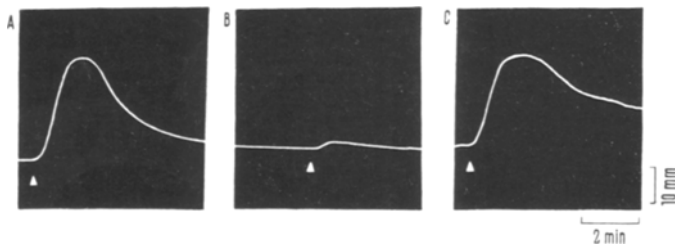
Records of contraction of the nictitating membrane in response to 2 $\mu\text{g/kg}$ of epinephrine before (A) and 10 min after (B) 100 $\mu\text{g/kg}$ BT. Note restoration of the response by 80 $\mu\text{g/kg}$ of epinephrine (C) after another 100 $\mu\text{g/kg}$ of BT. 80 $\mu\text{g/kg}$ of epinephrine did not induce any toxic effect on heart, after BT treatment. White triangles denote place of epinephrine injections.
